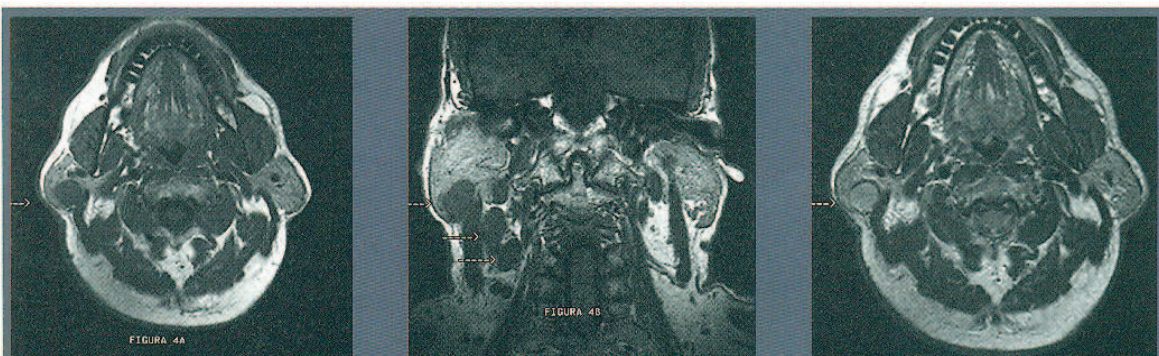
Imagen por resonancia magnética de metástasis en la parótida derecha de carcinoma espinocelular oral. Adenopatías metastásicas en cadena yugular derecha. A: plano axial. Secuencia ponderada T₁; B: plano coronal. Secuencia ponderada T₁; C: plano axial. Secuencia ponderada T₂.
